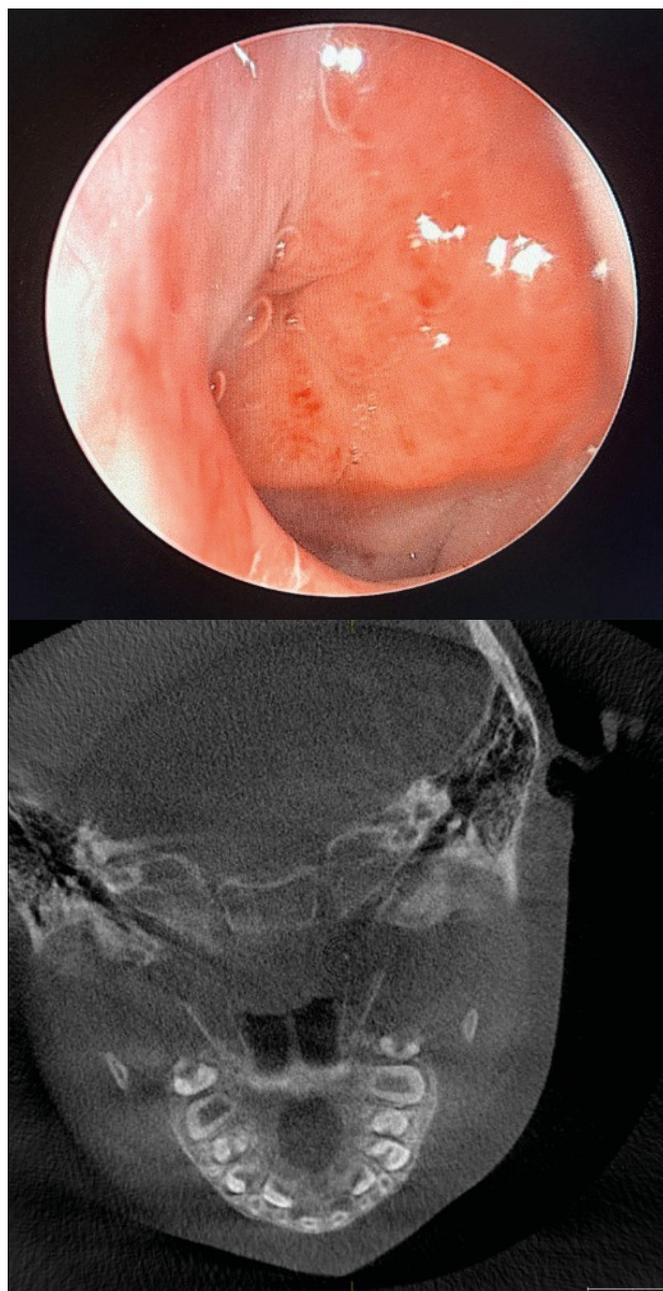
А) Аденоидные вегетации 3 степени соприкасаются с трубными валиками и перекрывают. Б) Конусно-лучевая компьютерная томография, аксиальная проекция, аденоидные вегетации в области носоглотки, полностью перекрывают просвет устья слуховой трубы.
